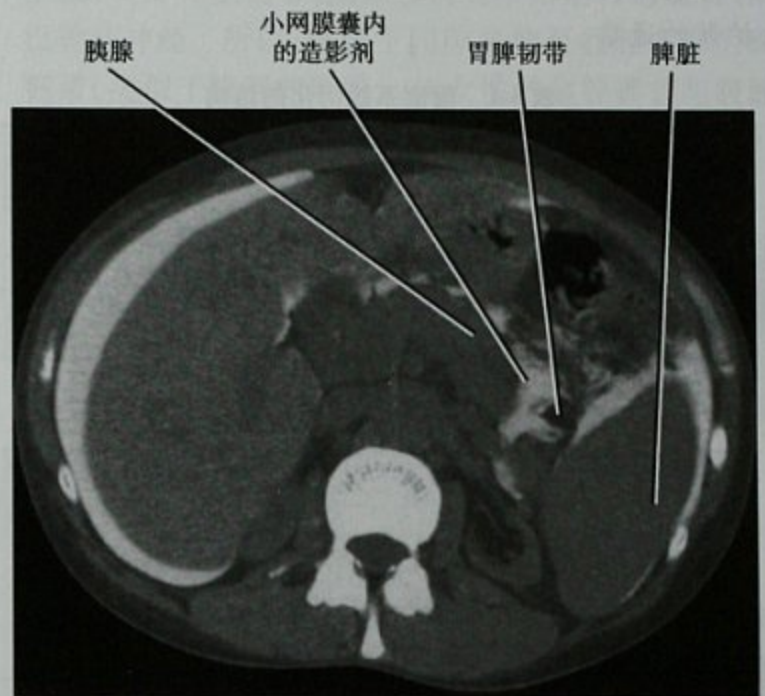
腹膜腔内注入对比剂后的横断位 CT 图像
